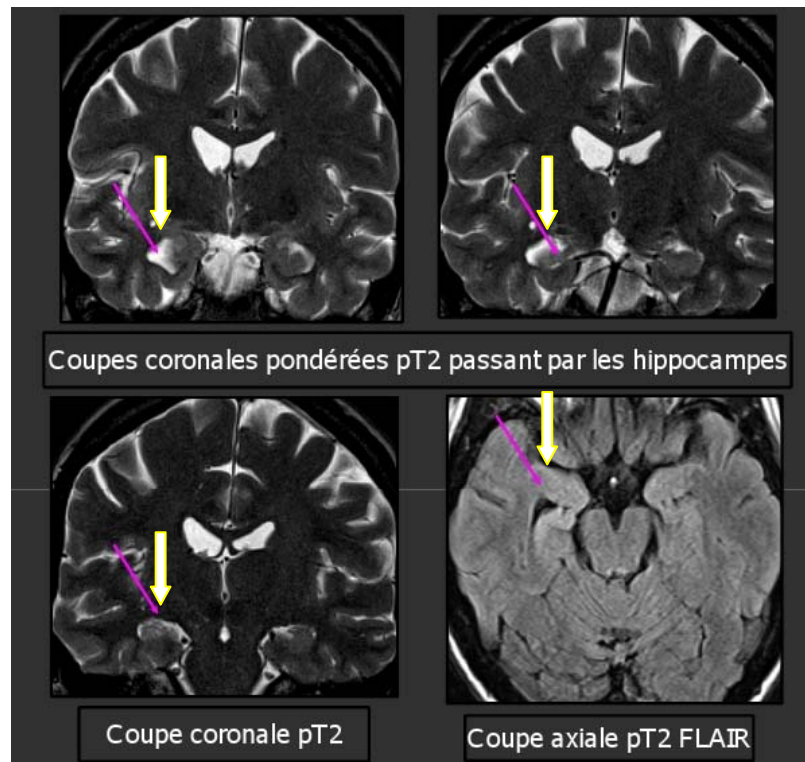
Coupes coronales T2 et axiale Flair montrant une atrophie et un hyper signal hippocampique droits en rapport avec une sclérose de l'hippocampe droit [Hippocampe normal et pathologique en IRM 1.5 Tesla, E. SIBILEAU et al, CHU Angers]
